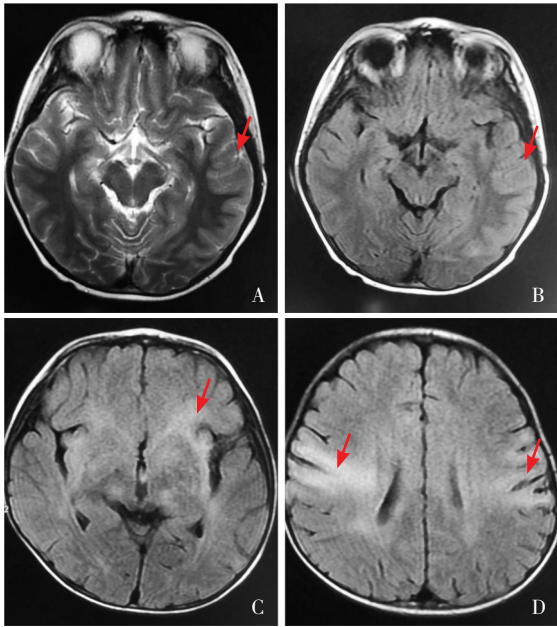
抗 NMDAR 脑炎患儿头颅 MRI 表现 左侧颞叶局部脑回 T2WI (A) 高信号、T2 FLAIR 像 (B) 高信号。额、顶及颞叶脑回、基底节区 T2 FLAIR 像 (C、D) 高信号，病变部位如箭头所示。
